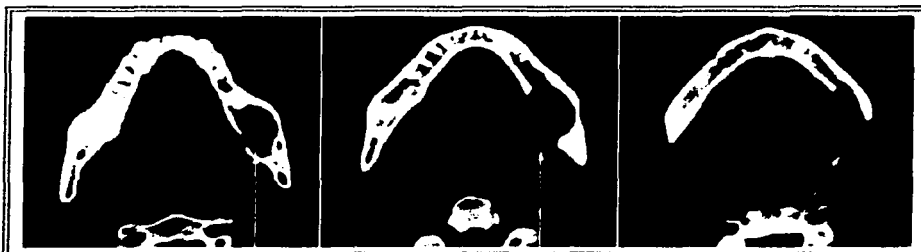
TC con corte sagital donde se observa una zona hipodensa en el lado derecho
